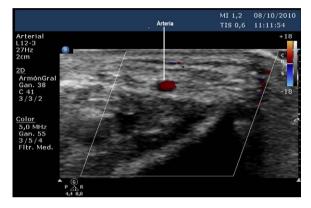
Arteria radial corte transversal, imagen Doppler color.
